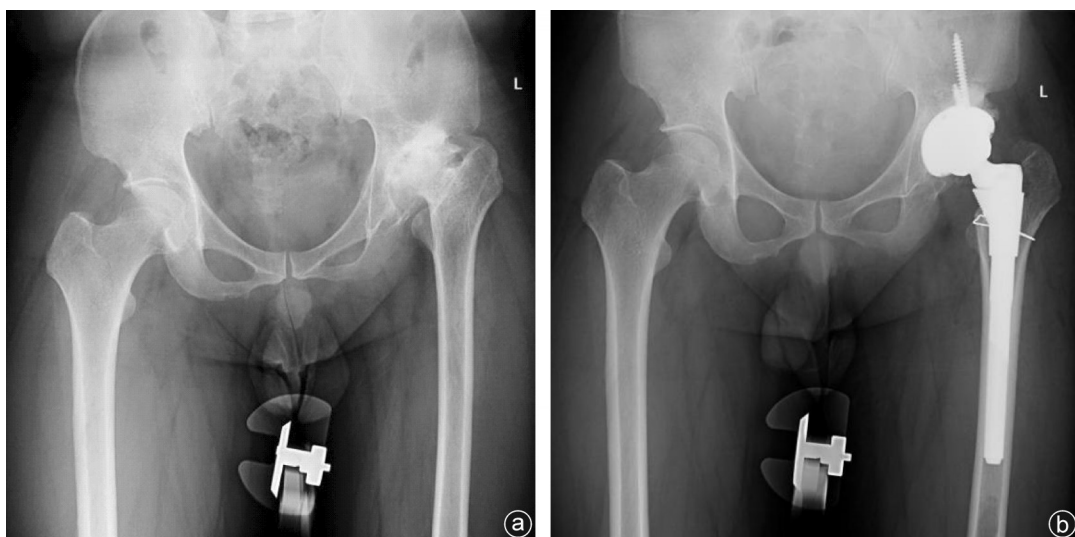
病人,男,52岁,因术中LCU假体试模植入后稳定性差,易前脱位,更换为S-ROM假体 a:术前X线片示左侧Crowe II型DDH;b:左侧THA术后2 d,复查X线片见术后S-ROM假体在位良好
